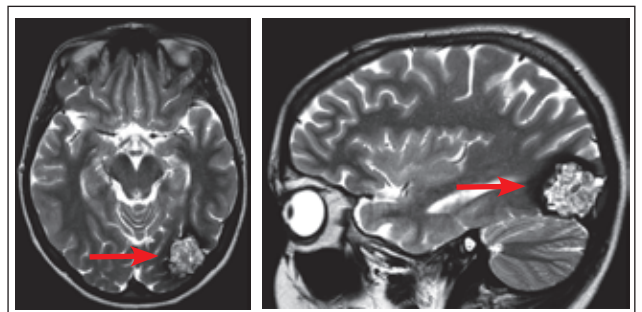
МРТ головного мозку хворої Л. Кавернома у лівій потиличній ділянці
